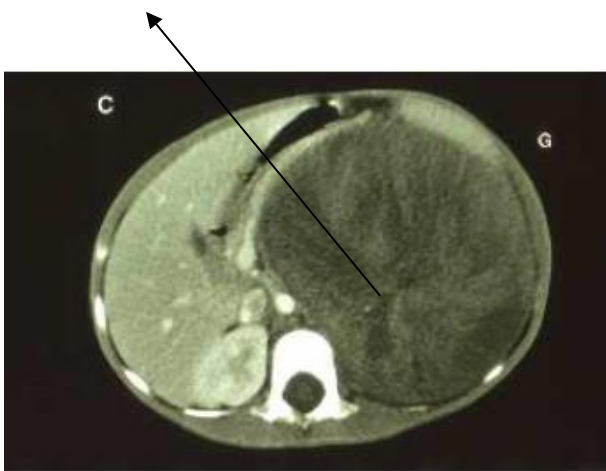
TDM avant chimiothérapie [27]
